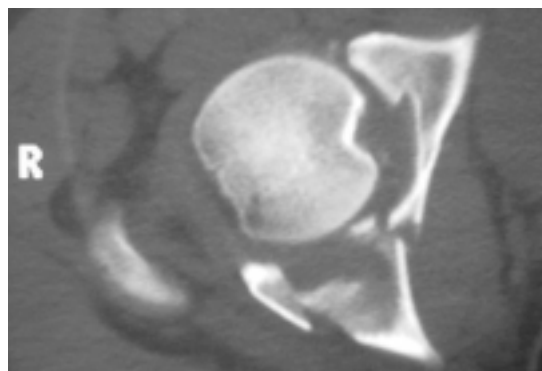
Tomografia Computadorizada mostrando fratura transversa do acetábulo com presença de fragmento intra-articular
